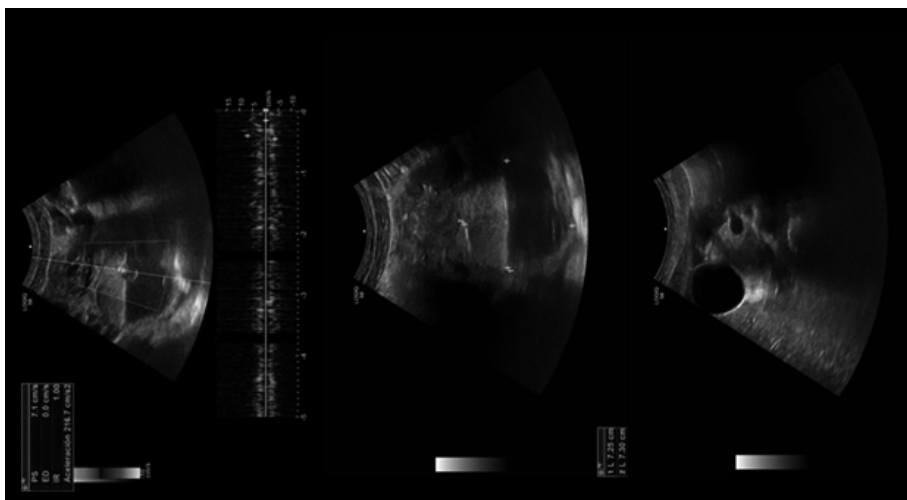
Ecografía abdominopélvica: se observa una masa de características quísticas de aproximadamente 75 x 74 mm, adyacente al anejo derecho, de contenido heterogéneo, anecoico y con calcificaciones, con señal Doppler interna y latido. Además, escaso líquido libre.
